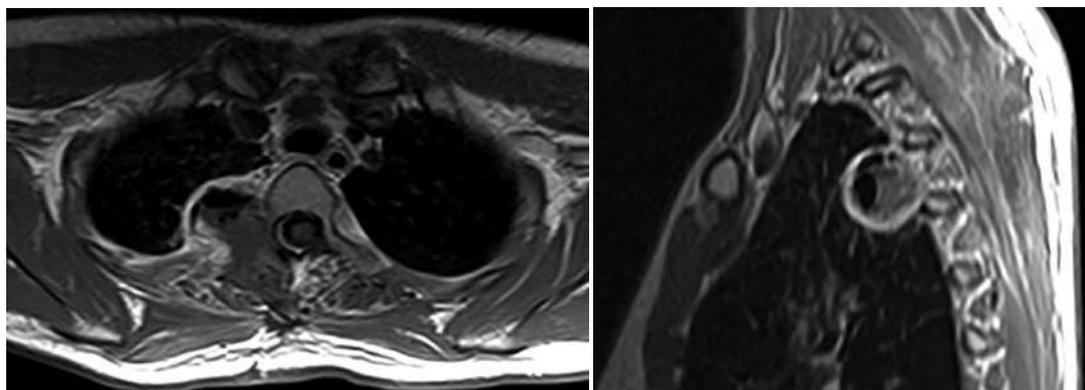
Пациентка С., 1-е сутки после операции, МРТ-граммы с контрастным усилением грудного отдела позвоночника в 2 проекциях: небольшие участки воздуха и гемостатический материал в ложе удалённого образования, остаточная опухолевая ткань не обнаружена
